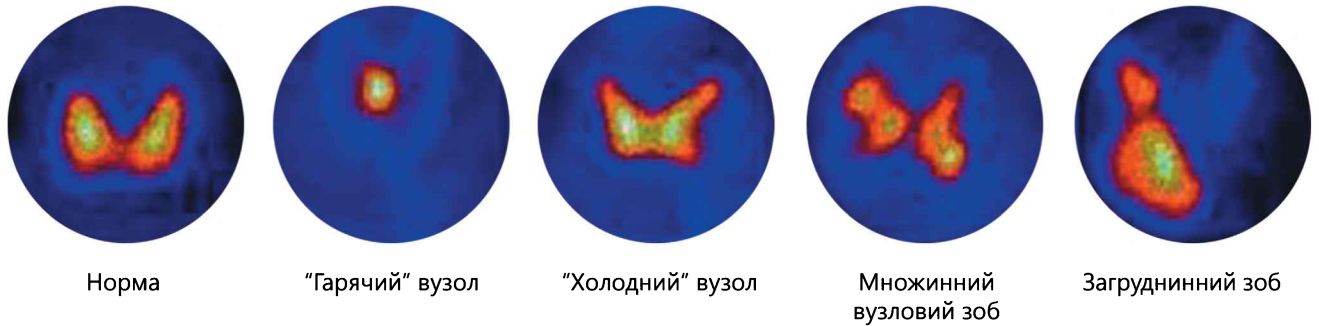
Сцинтиграфія щитоподібної залози
